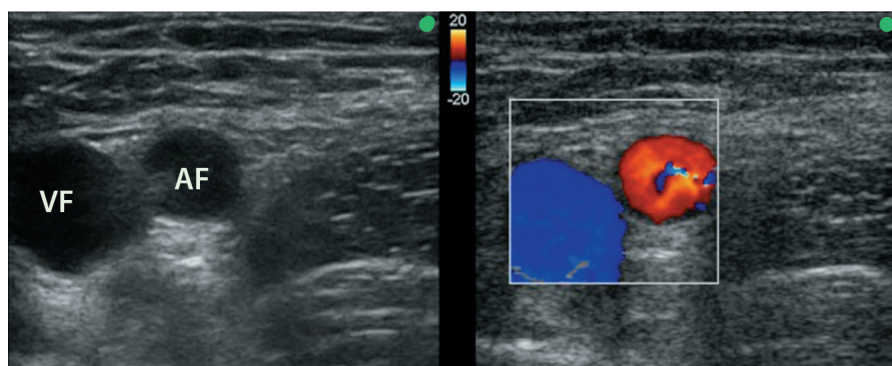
Imaging eco-color Doppler per l'identificazione di arterie e vene. L'immagine *a sinistra* è una vista trasversale dell'arteria femorale (AF) e della vena femorale (VF) nell'inguine, mentre quella *a destra* è un'immagine eco-color Doppler degli stessi vasi sanguigni che mostra l'arteria in rosso e la vena in blu. I punti verdi indicano l'aspetto laterale di ciascuna immagine.
